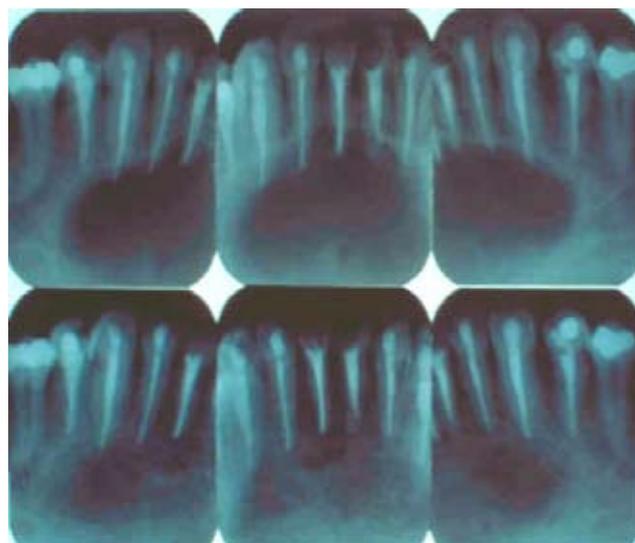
Radiografias periapicais pré e pós-operatórias de 6 meses.
